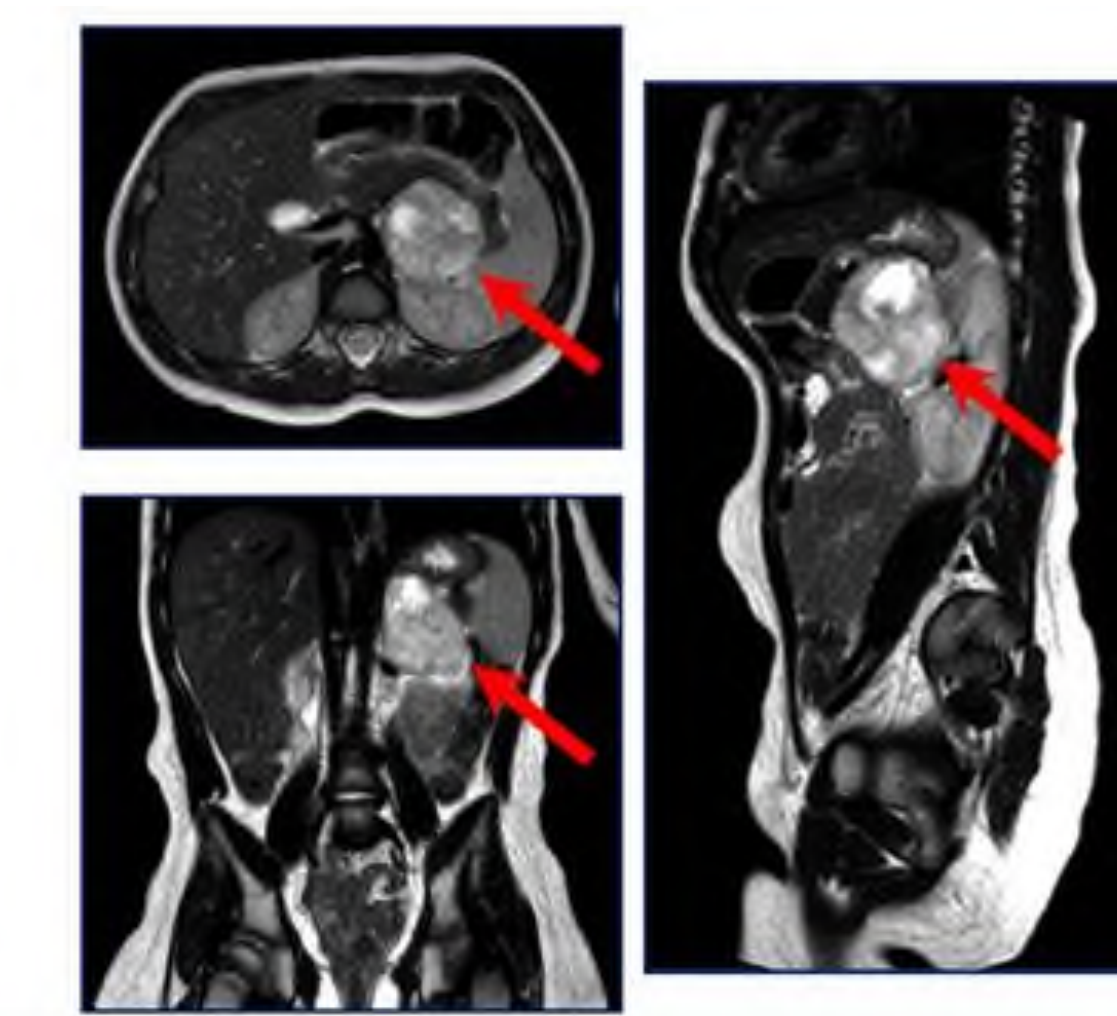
МРТ брюшного пространства с внутривенным контрастированием: преимущественно солидное образование, исходящее из левого надпочечника
